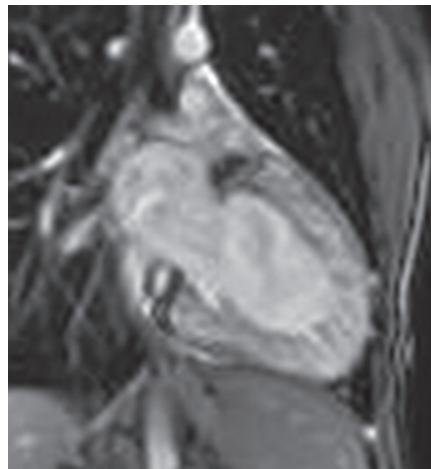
МРТ-изображение. 2-камерная позиция. НККМП всех сегментов левого желудочка
